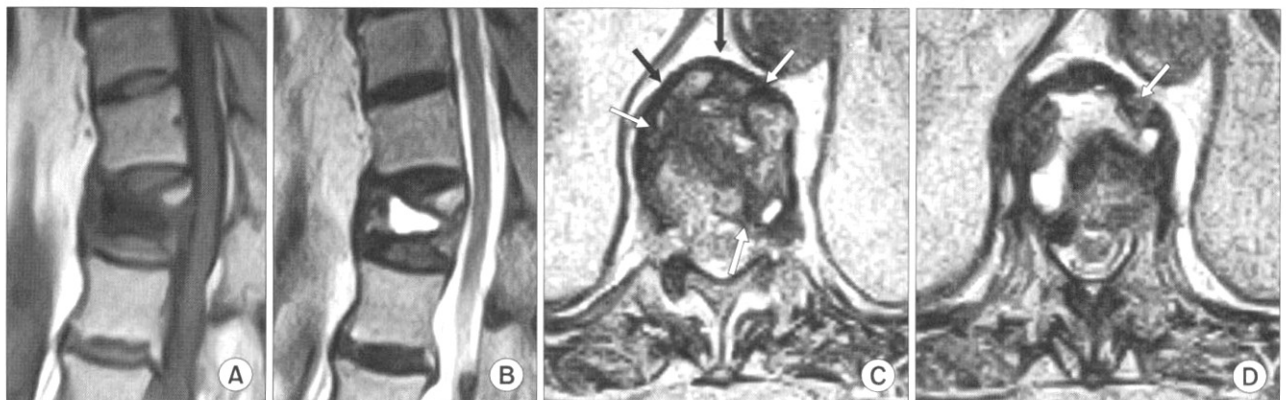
MRI findings of T1 (A) and T2 (B) sagittal images, and T2 coronal images (C) and (D) of T12. Empty space filled with fluid can be seen in (A), (B) and (D) images. Arrows seen in (C) and (D) images note compound fractures at T12 vertebra.
